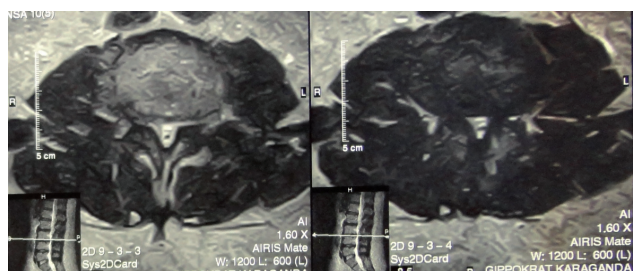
МРТ до операции: аксиальный срез
